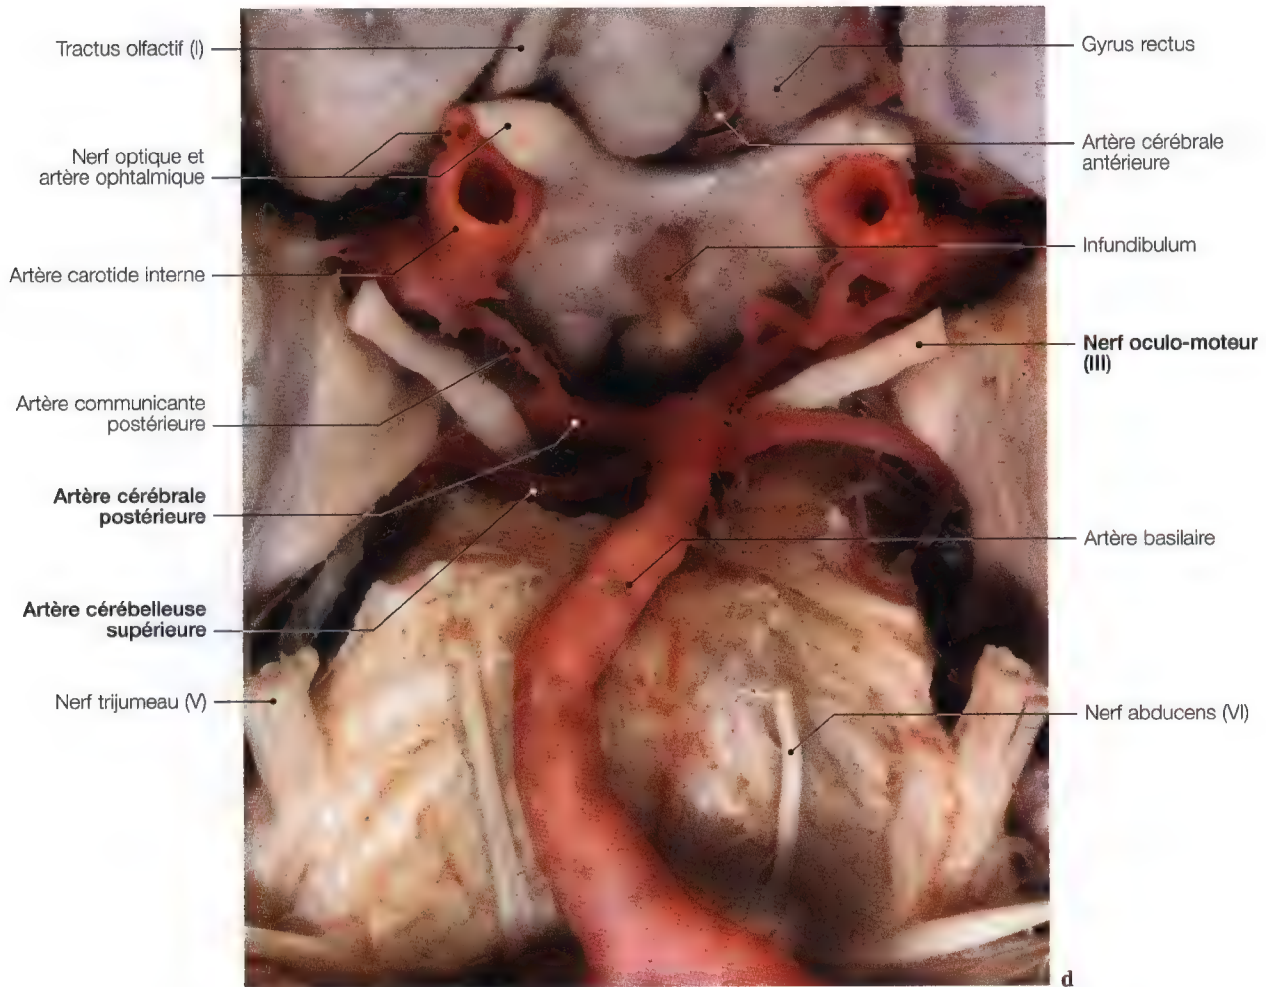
Etude du nerf oculo-moteur; IRM en vues axiales (a, c, e), IRM axiale (b) avec superposition anatomique du chiasma optique et des nerfs oculo-moteurs; dissection bulbaire frontale (d) pour les nerfs oculo-moteurs (IRM: Dr. J.W. Casselman, A.Z. St-Jan, Bruges, Belgique; Pr. C. Marsault, Dr. M. Sahel, Groupe Hospitalier Pitié-Salpêtrière, Paris, France; dissection anatomique: Pr. J.P. Francke, Faculté de Médecine, Lille, France)
